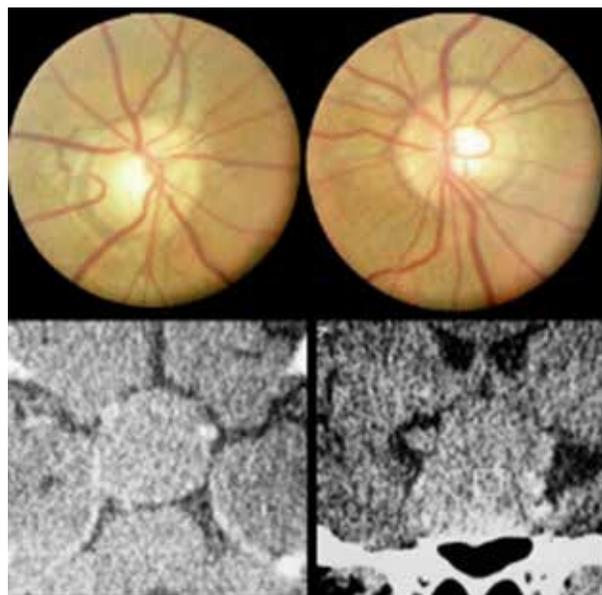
Paciente 2. Macroadenoma hipofisario; estrías angioides de la retina y tomografía computarizada en proyección axial y coronal mostrando el tumor ocupando la cisterna quiasmática.
